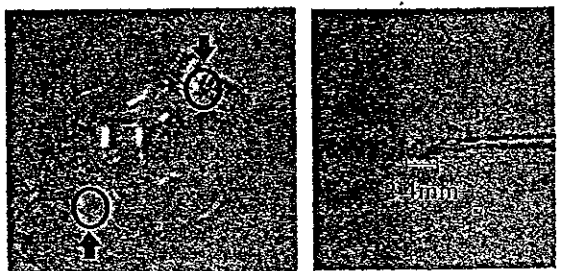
Location of ultrasound transducers
